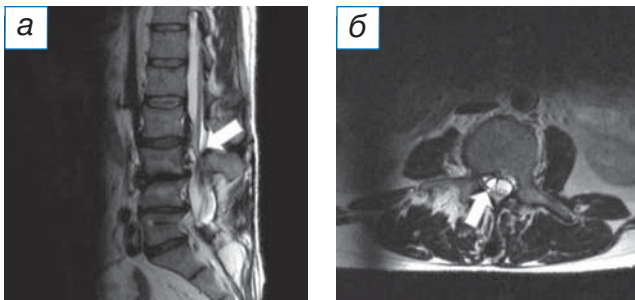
Магнитно-резонансная томография в T2-режиме: а (сагиттальный срез) — область дегенеративно-дистрофических изменений позвоночно-двигательного сегмента над стабилизированным сегментом (стрелка); б (аксиальный срез) — параартикулярная киста, вызывающая фораминальный стеноз на уровне LIII–LIV справа (стрелка).
